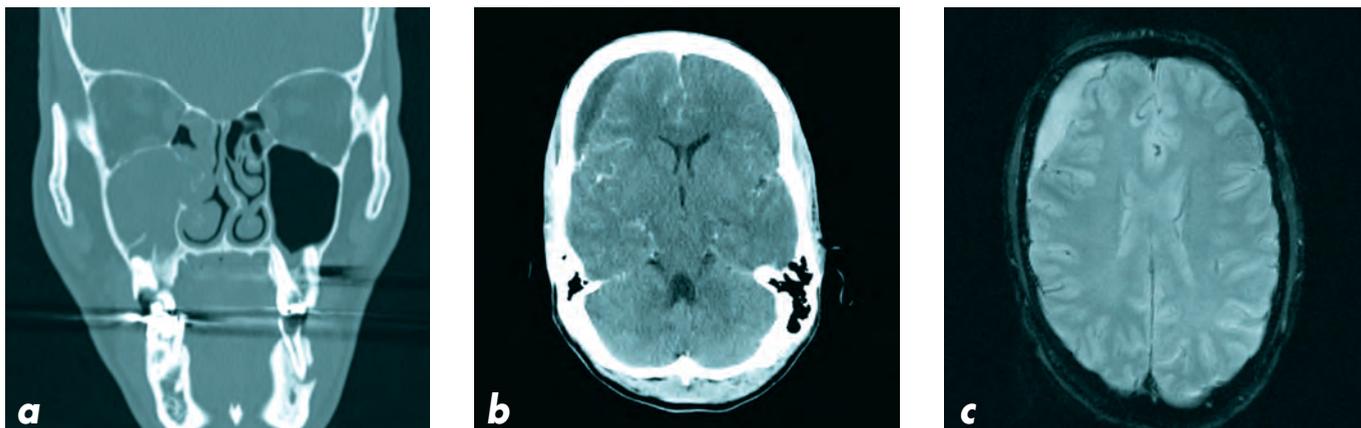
Das koronare CT / Knochenfenster (a) zeigt eine komplette Verlegung der Kieferhöhle und eine subtotale Verschattung der Ethmoidalzellen rechtsseitig. Das axiale CT / Weichteilfenster (b) sowie das MRT zeigen einen raumfordernden kontrastmittelaufnehmenden Erguss rechts frontal im Sinne eines subduralen Empyems.
